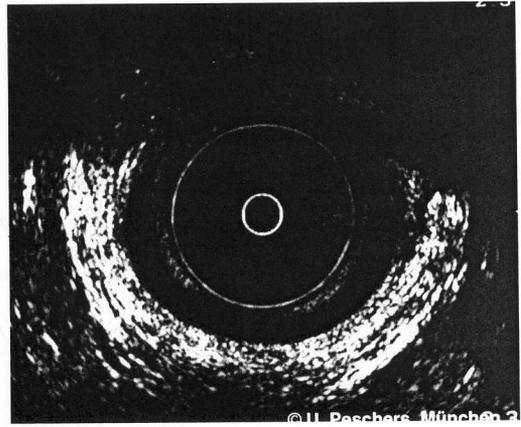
Anale Sonographie: Muskellücke von 9–3 Uhr SSL (U. Peschers)
